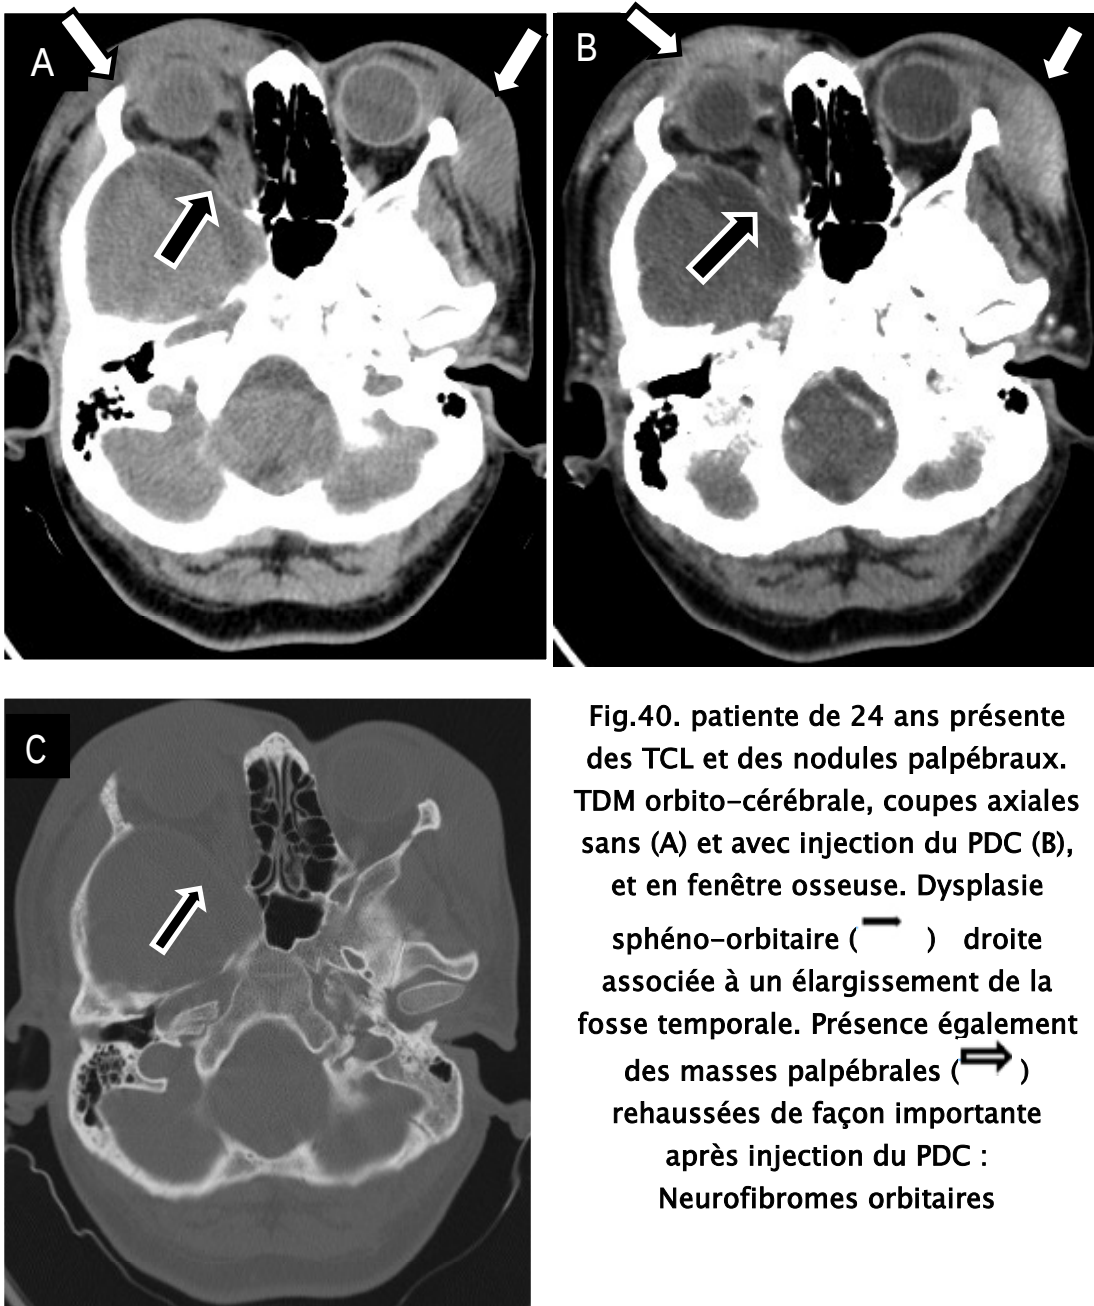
patiente de 24 ans présente des TCL et des nodules palpébraux. TDM orbi-to-cérébrale, coupes axiales sans (A) et avec injection du PDC (B), et en fenêtre osseuse. Dysplasie sphéno-orbitaire (—) droite associée à un élargissement de la fosse temporale. Présence également des masses palpébrales (⇒) rehaussées de façon importante après injection du PDC : Neurofibromes orbitaires
